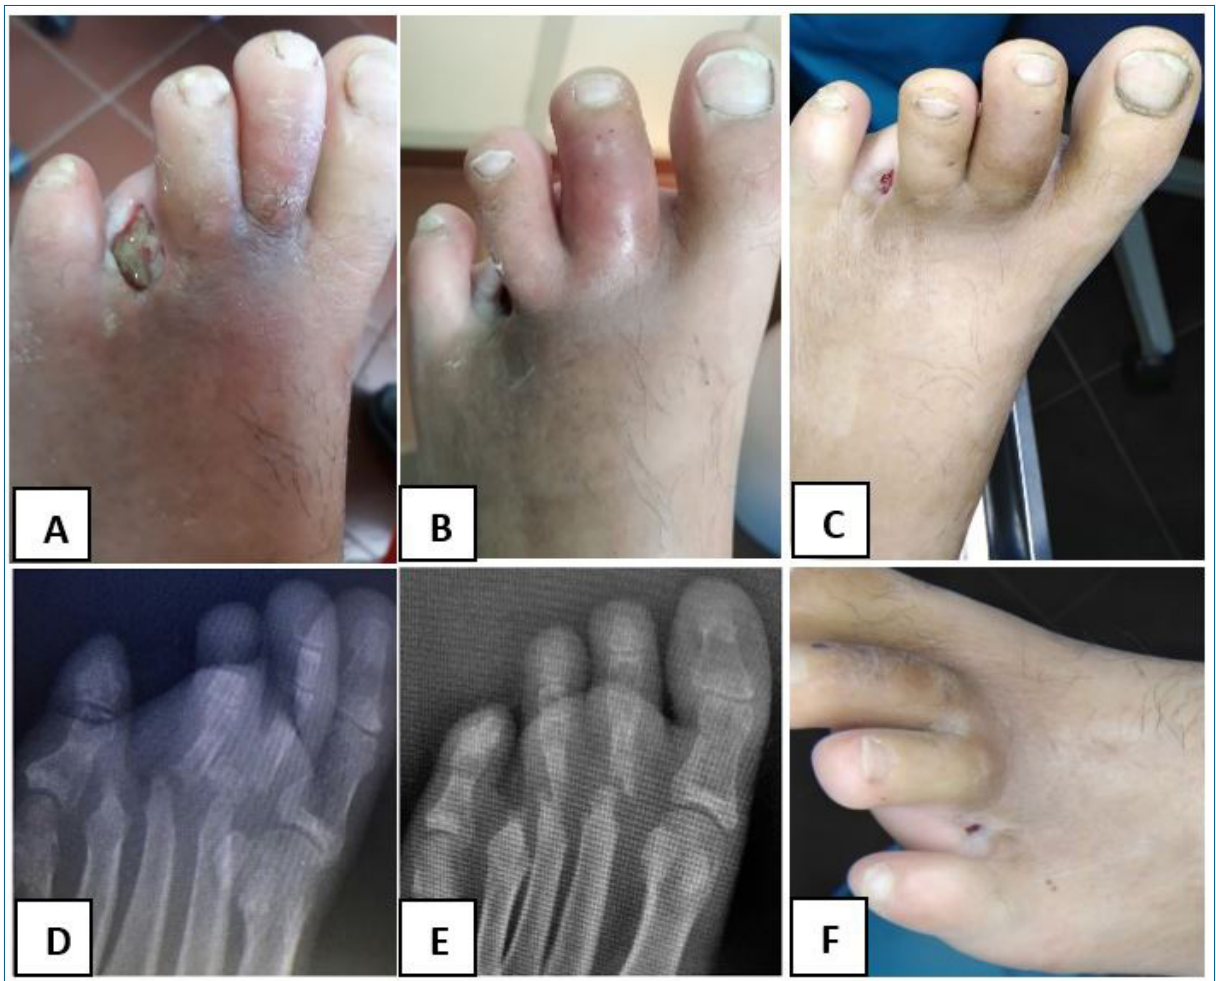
Paciente 5. A) Pie izquierdo. UPD postquirúrgica, 30 días de evolución postamputación del cuarto dedo, rubor de segundo y tercer dedo. B) Segundo dedo "en salchicha" con edema y rubor dorsal, 60 días postamputación del cuarto dedo. C) Reducción de signos inflamatorios y del diámetro de la úlcera luego de 5 semanas de tratamiento ATB. D) Rx, osteólisis de la cabeza del segundo y tercer metatarsiano, con luxación de la articulación metatarsofalángica, 60 días postamputación del cuarto dedo (la RM muestra artritis con osteomielitis). E) Rx: lesiones estables a los 12 meses. F) Sin elementos de infección de partes blandas. Leucocitos y PCR normales a los 12 meses.
